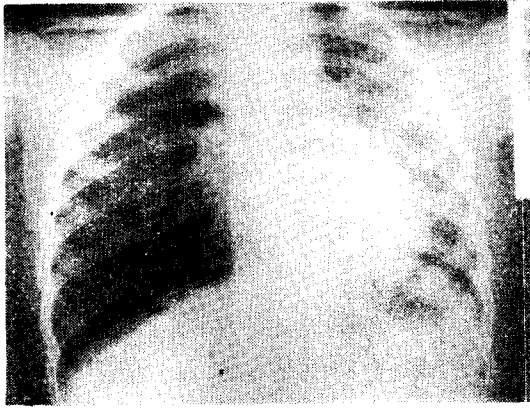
증례 1의 흉부 단순촬영 사진, 우측폐 하엽이 X-ray 투과성이 심히 증가하고 폐혈관상이 감소한 폐기종상이며 폐의 과팽창으로 종격동과 심장이 반대측으로 이동하고 있다.
